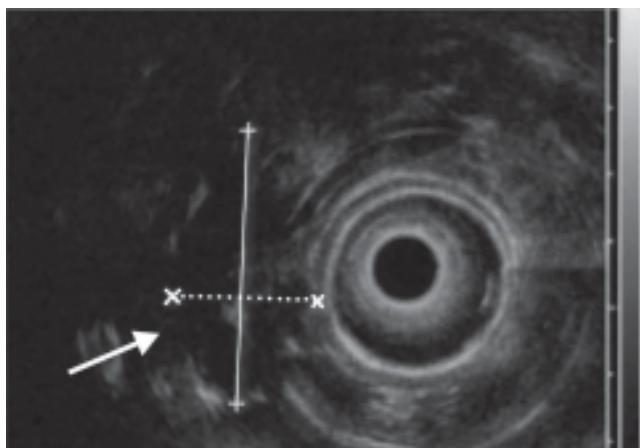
Ultrasonido endoscópico de lesión submucosa a nivel del ámpula de Vater.
